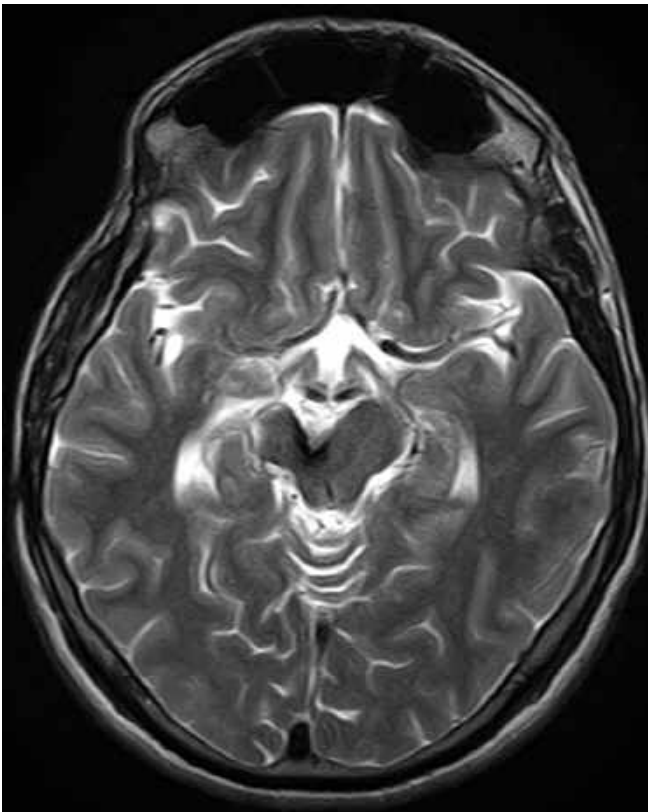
МРТ головного мозку через рік після операції (T2 ЗЗ, аксіальний зріз). Кавернома середнього мозку видалена тотально (спостереження №21, хворий Г-к, історія хвороби №1260).
